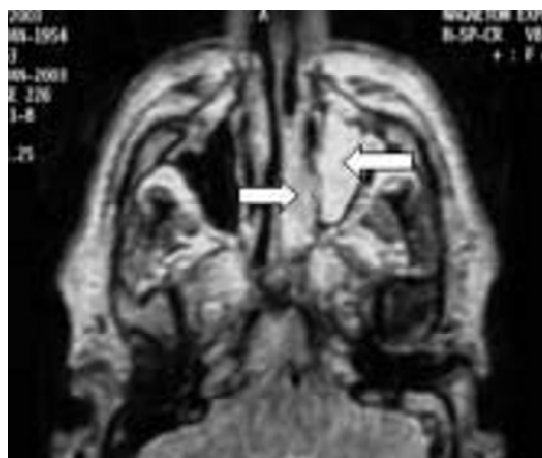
C : Coupe IRM axiale pondérée spin écho T2.
